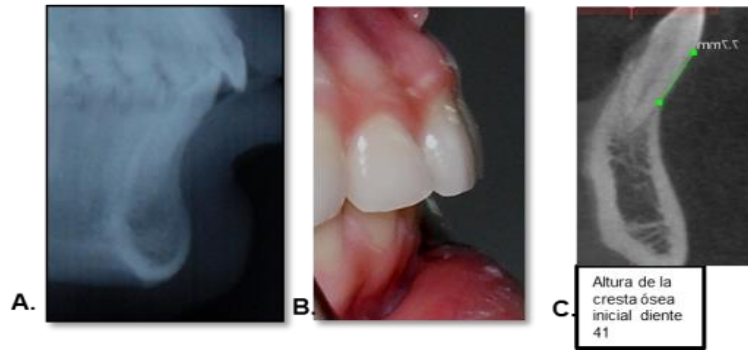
Tomografía diente 41. 7A. Overjet inicial (Rx Cefálica lateral). 7B. Overjet inicial 7C. Corte sagital inicial de la altura de la cresta ósea diente 41. (distancia del ápice a la pared vestibular)
